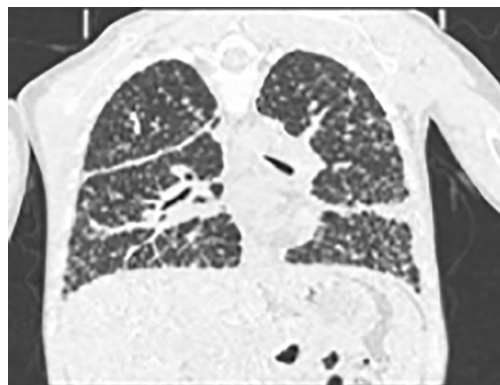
TC de cráneo, cuello, tórax, abdomen y pelvis c/c endovenoso, ventana pulmonar, agosto del 2023.
